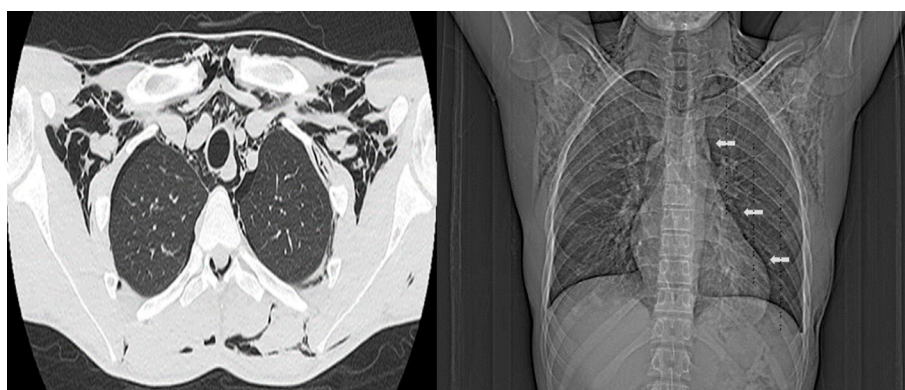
Follow-up non-contrast chest computed tomography on Day 5. Extensive emphysema is observed in the muscular and adipose planes of the cervicothoracic region, along with moderate pneumomediastinum (arrows) and minimal bilateral basal pneumothorax.
